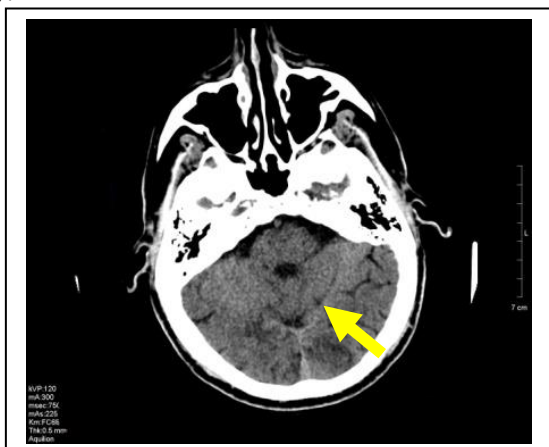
Пациент В., 72 лет. Бесконтрастная рентгеновская КТ головного мозга: признаки ишемии в бассейне левой задней мозговой артерии
